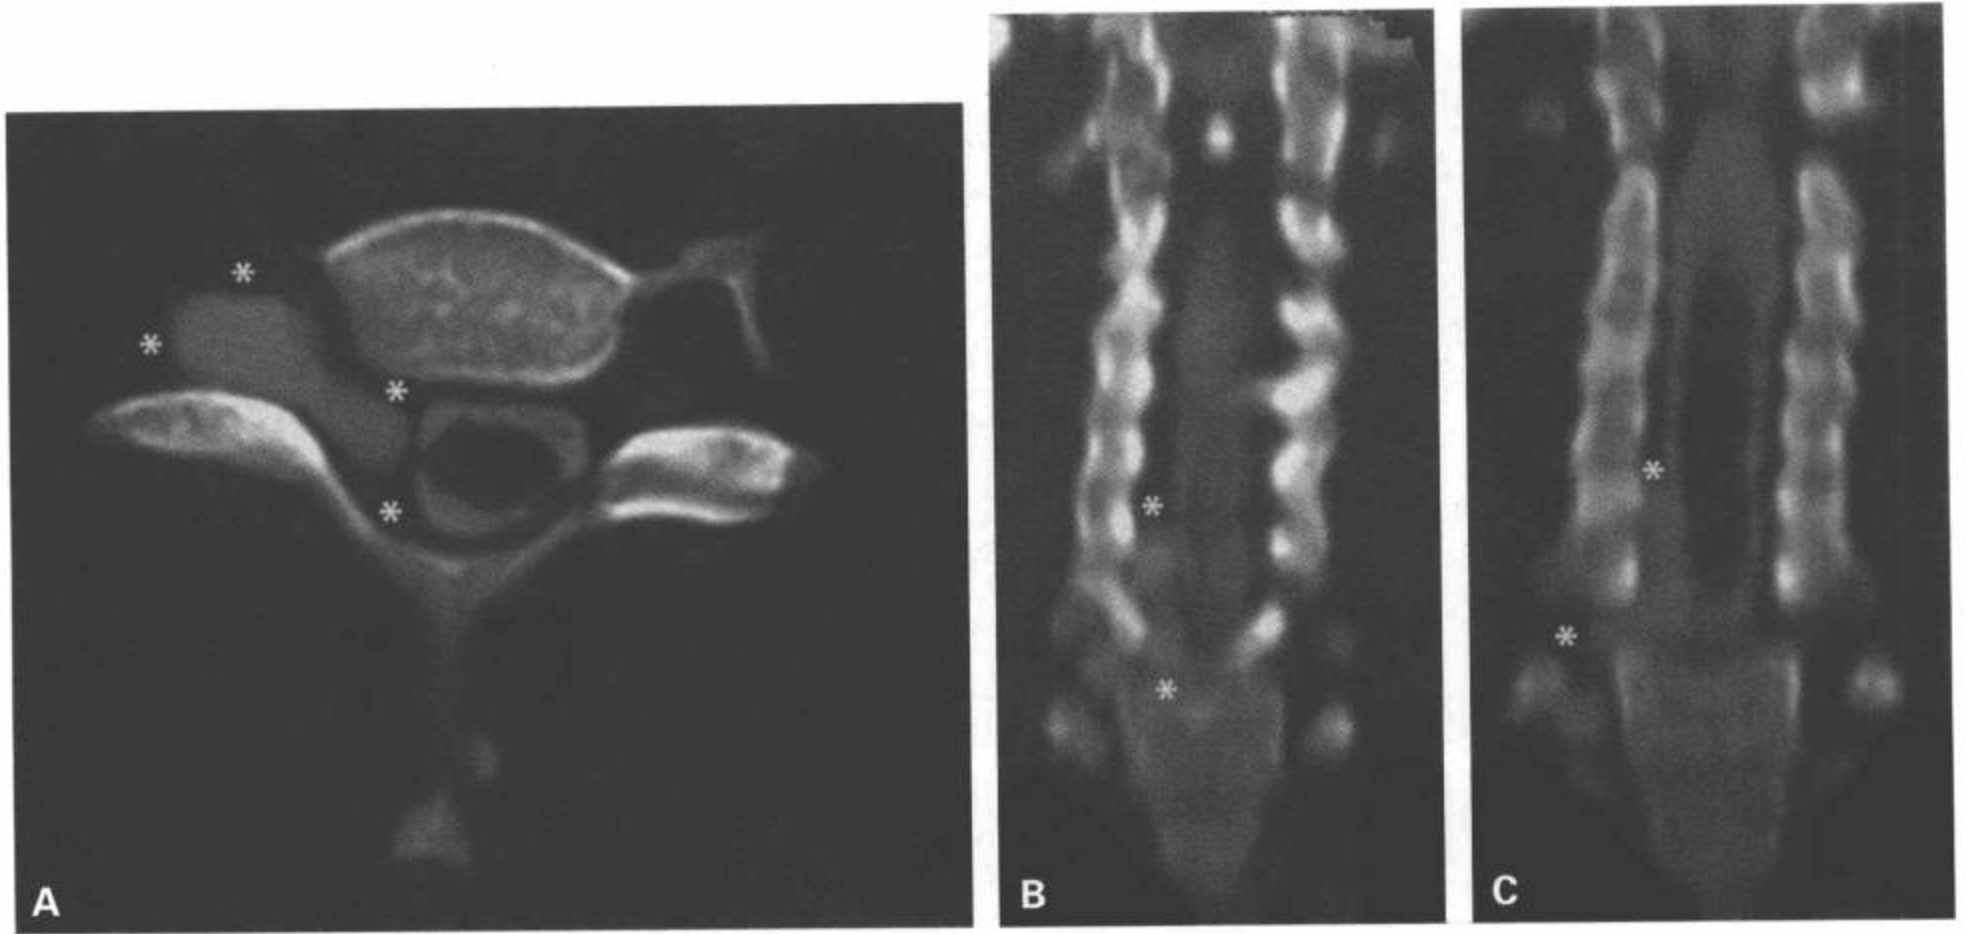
C6到T1右侧神经根假性脊膜膨出。14岁儿童，敞篷越野车事故后，目前有右臂疼痛和颈痛。CT脊髓造影横断面图像（A）和同一检查的冠状面CT重组图像（B和C）显示下颈椎区异常充盈的神经根鞘（星），符合神经根撕裂，伴充盈对比剂的创伤后假脊膜膨出。
